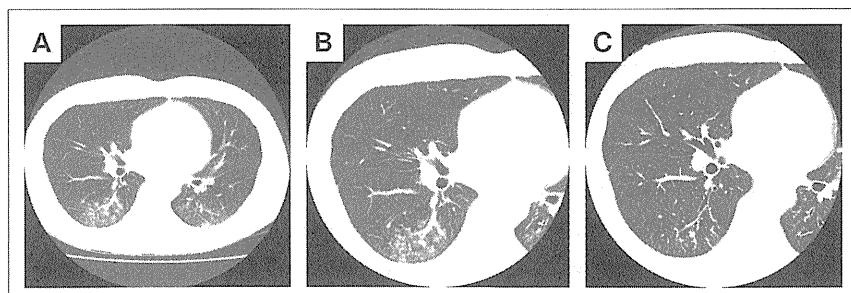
HIV 急性感染例におけるリンパ球性胞隔炎の CT 所見
